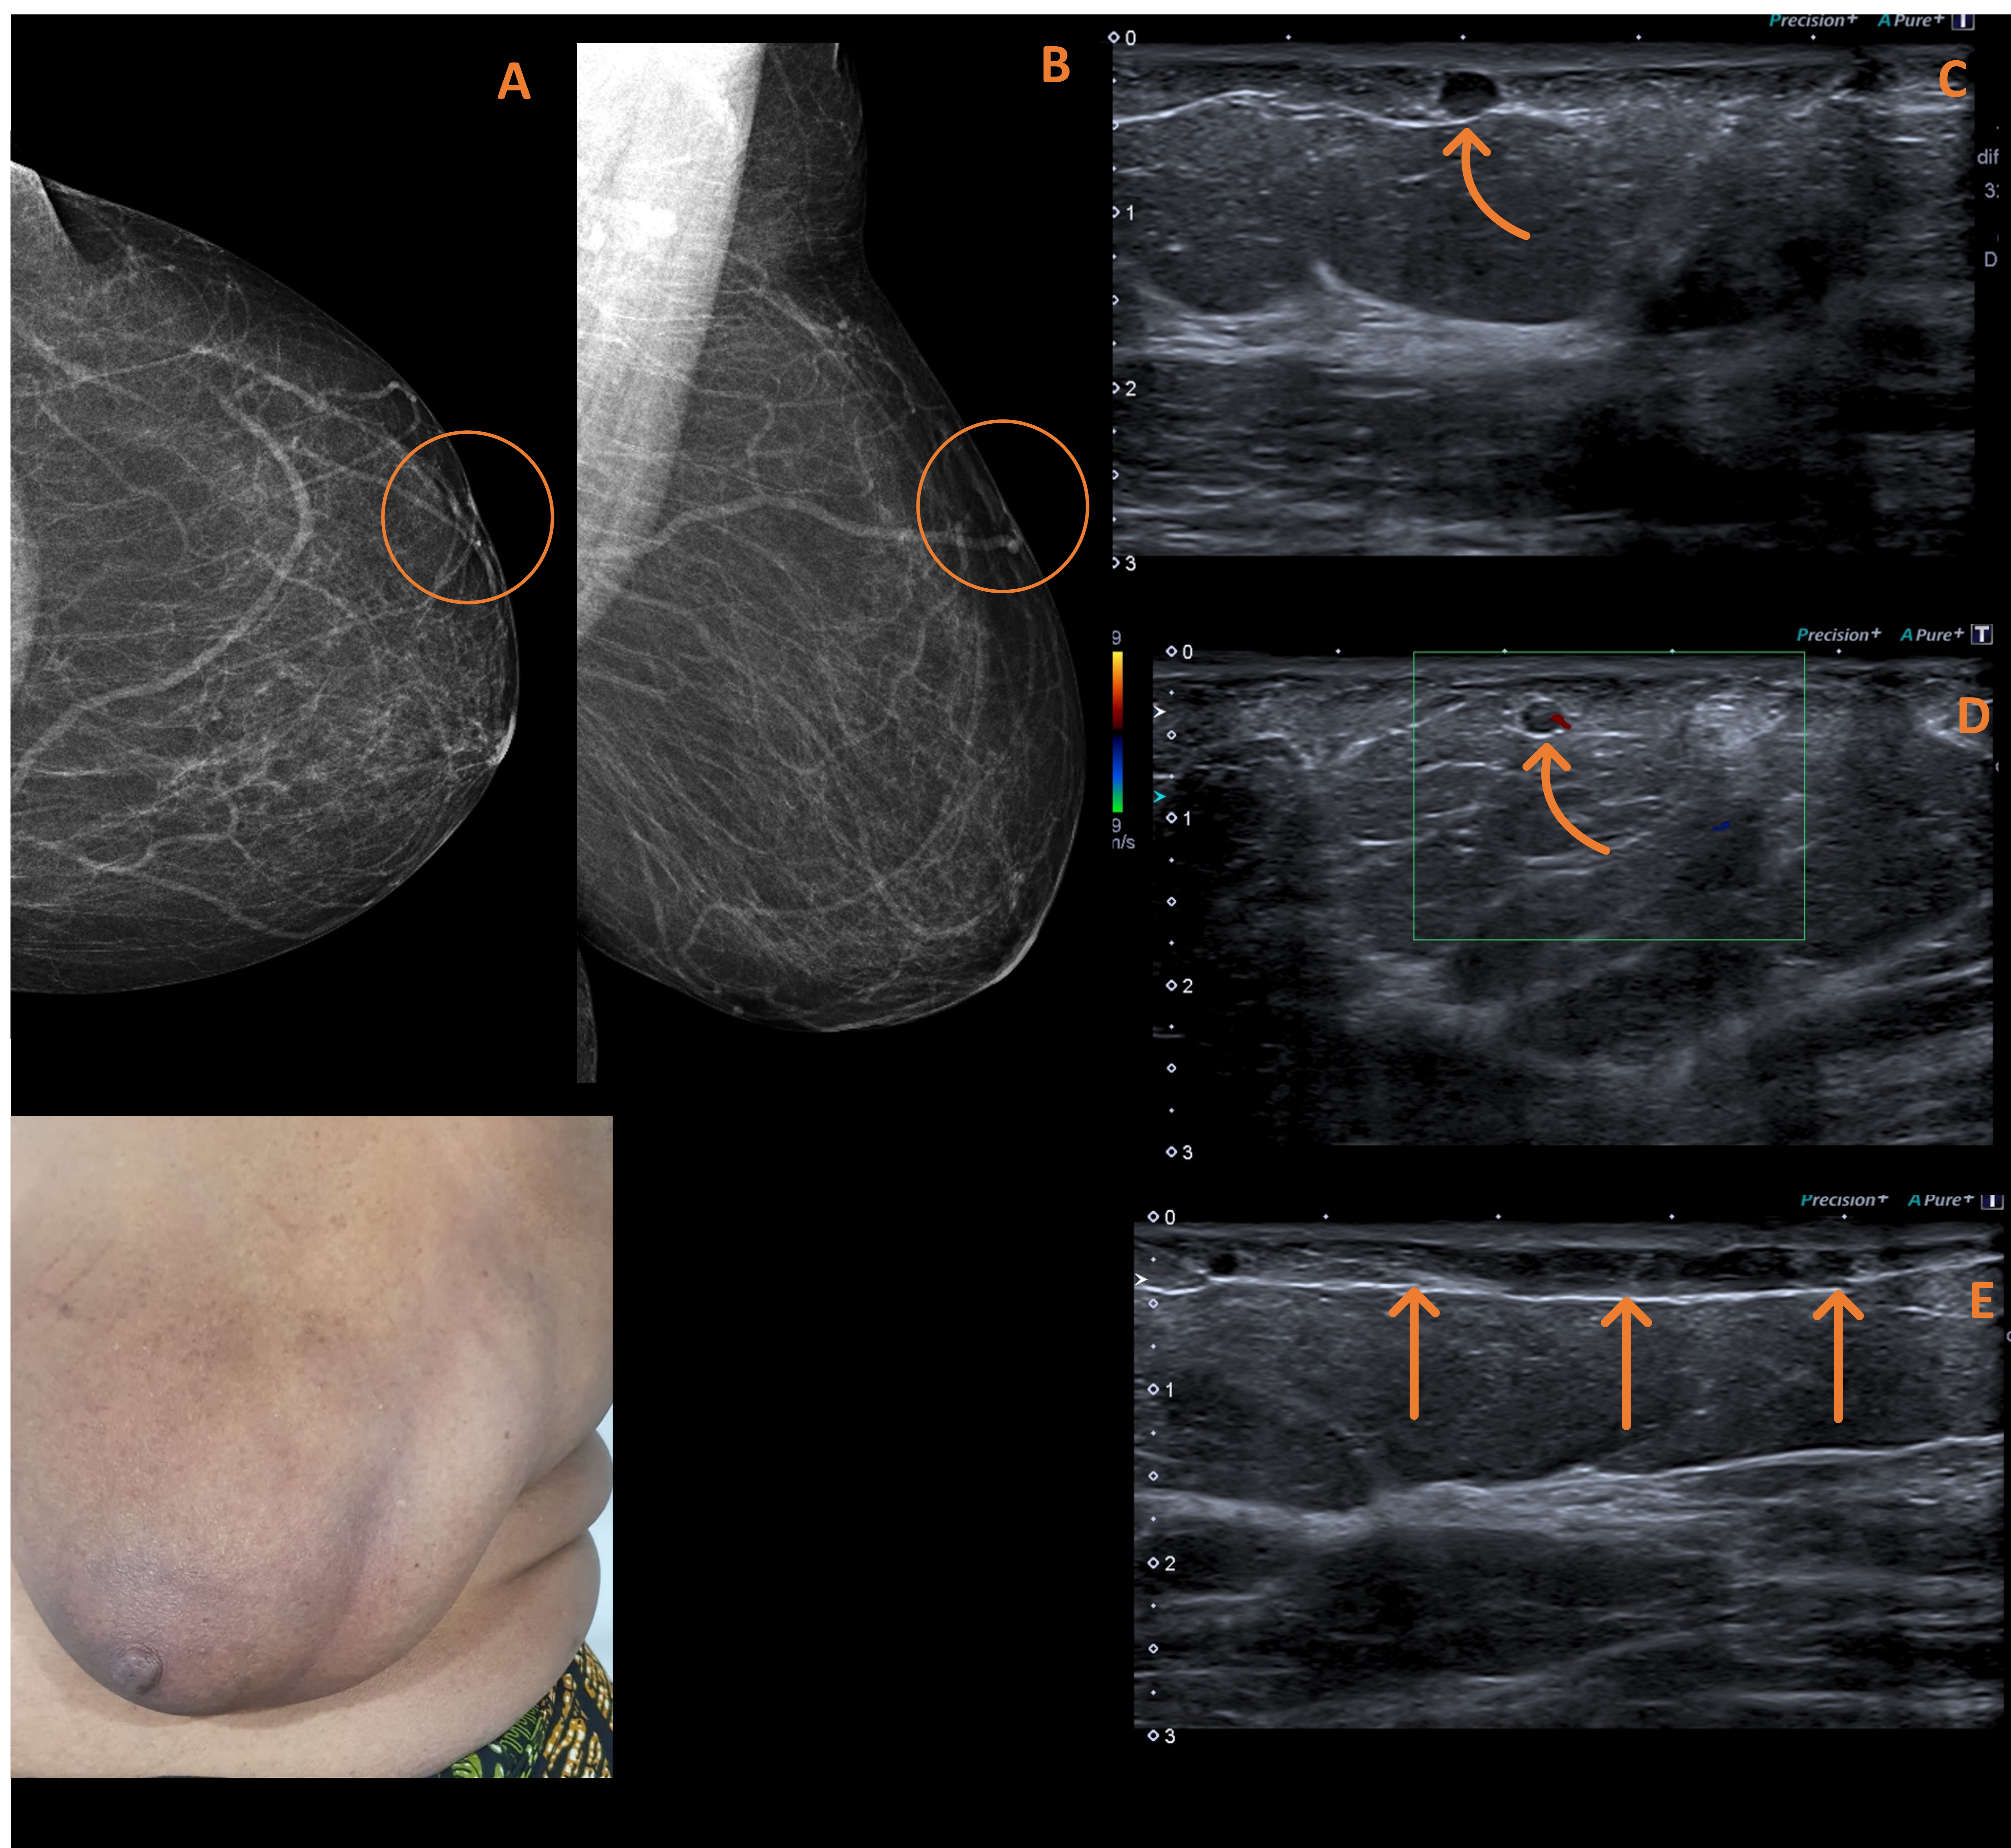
Mujer de 50 años con cordón doloroso palpable en la mama izquierda. Ecográficamente (B-E) se aprecia una estructura vascular venosa muy superficial subcutánea con contenido ecogénico interno, escasa compresibilidad y flujo parcial en su luz en el estudio Doppler. Hallazgos en relación a tromboflebitis superficial (enfermedad de Mondor).
